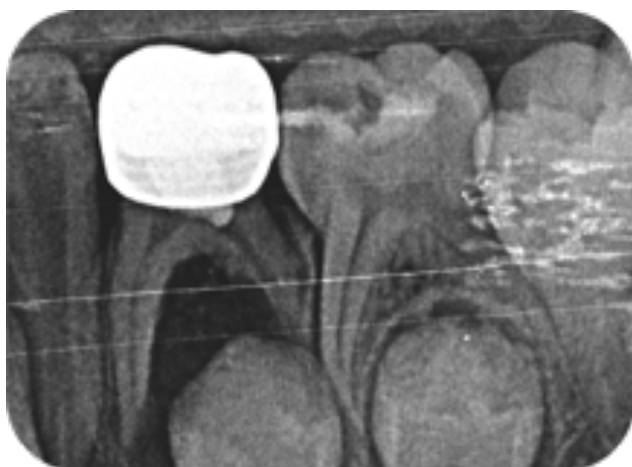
Radiographie de contrôle 12 mois après la pose de la CPPz sur 74.
